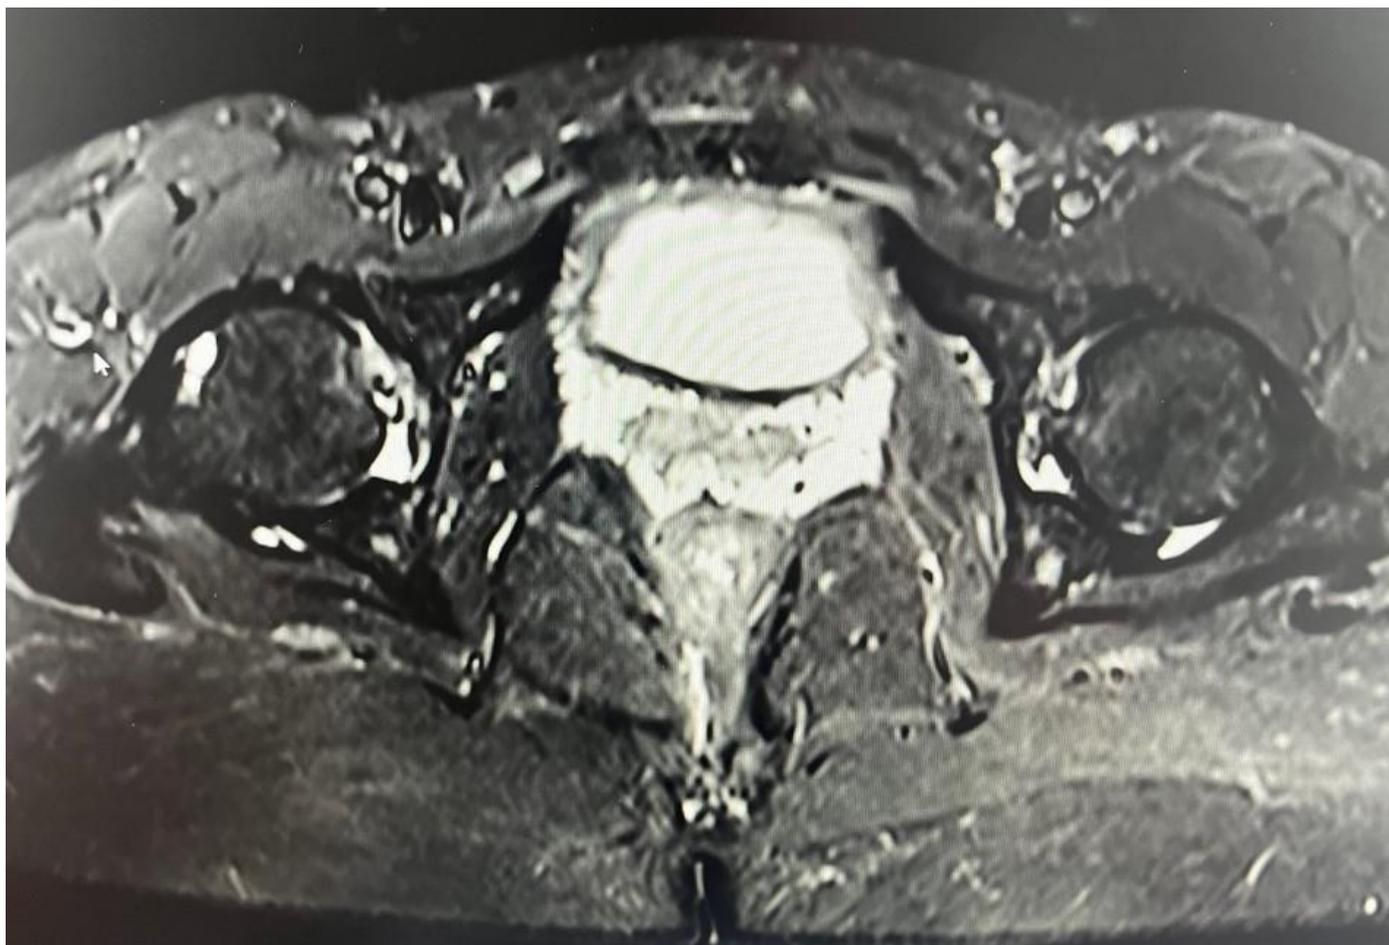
Coupe axiale IRM de la hanche droite à 15 jours
